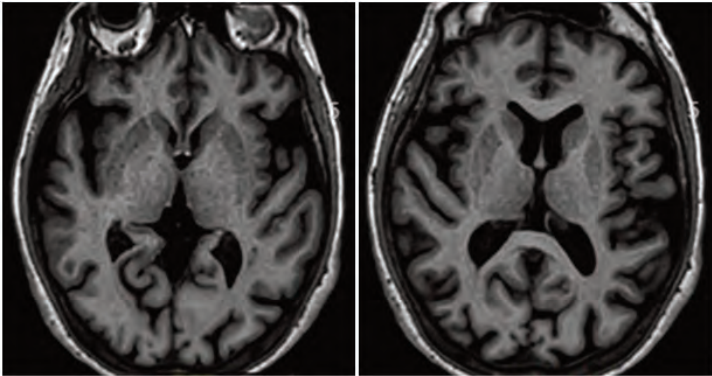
Imágenes de RM cerebral en secuencia T1 donde se objetiva retracción cortical de predominio frontal mayor de lo esperado para la edad de la paciente, en relación con atrofia.
